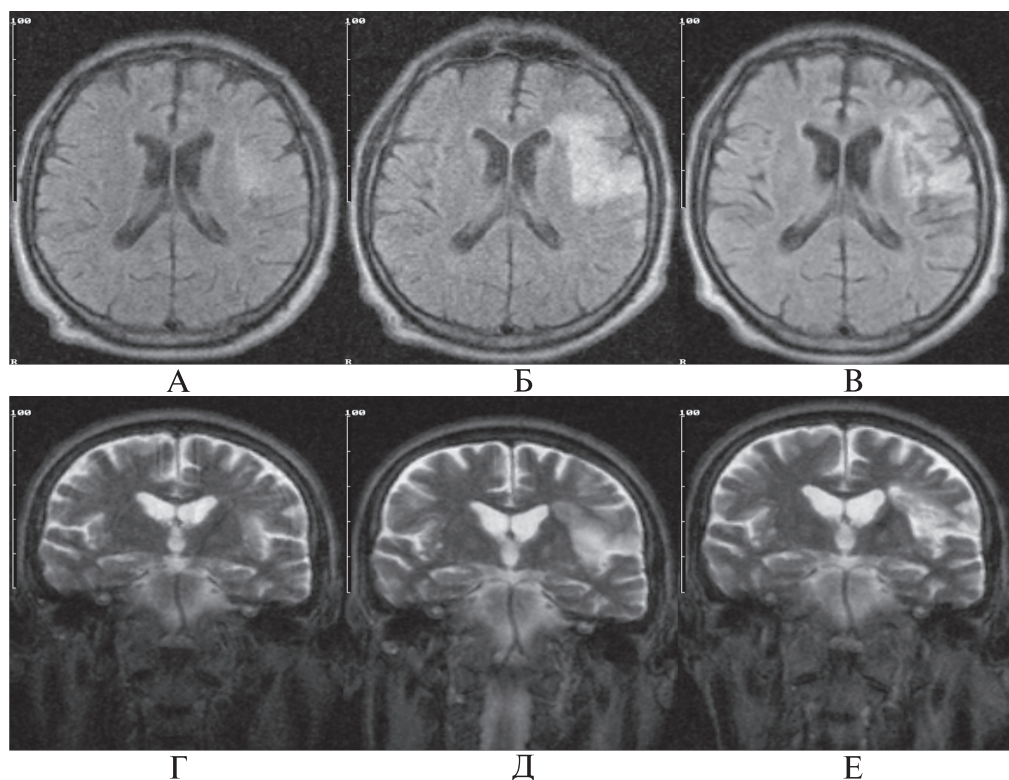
Динамика изменения МРТ (T2-взвешенное изображение) у пациента из группы контроля
